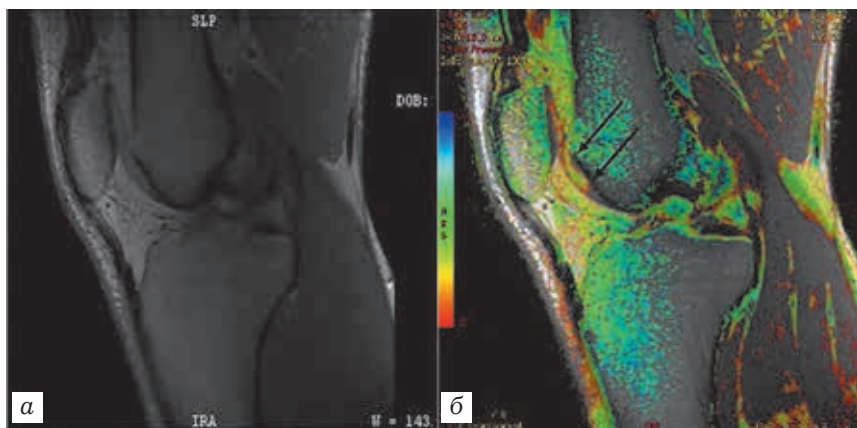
Сравнение методики МРТ (а) и МРТ с T2-картированием хряща (б) у пациента с ранним остеоартритом. Стрелками обозначены явления отека гиалинового хряща и изменения СХК, не обнаруживаемые при обычной МРТ
